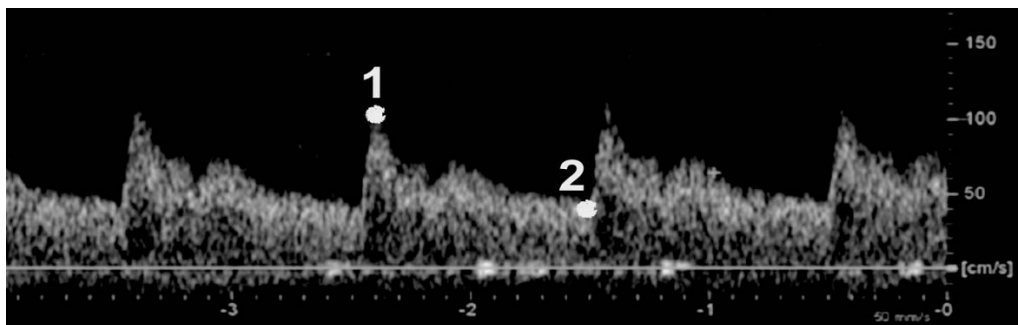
Tir Doppler Pulsé réalisé sur l'axe de l'Artère Cérébrale Moyenne
